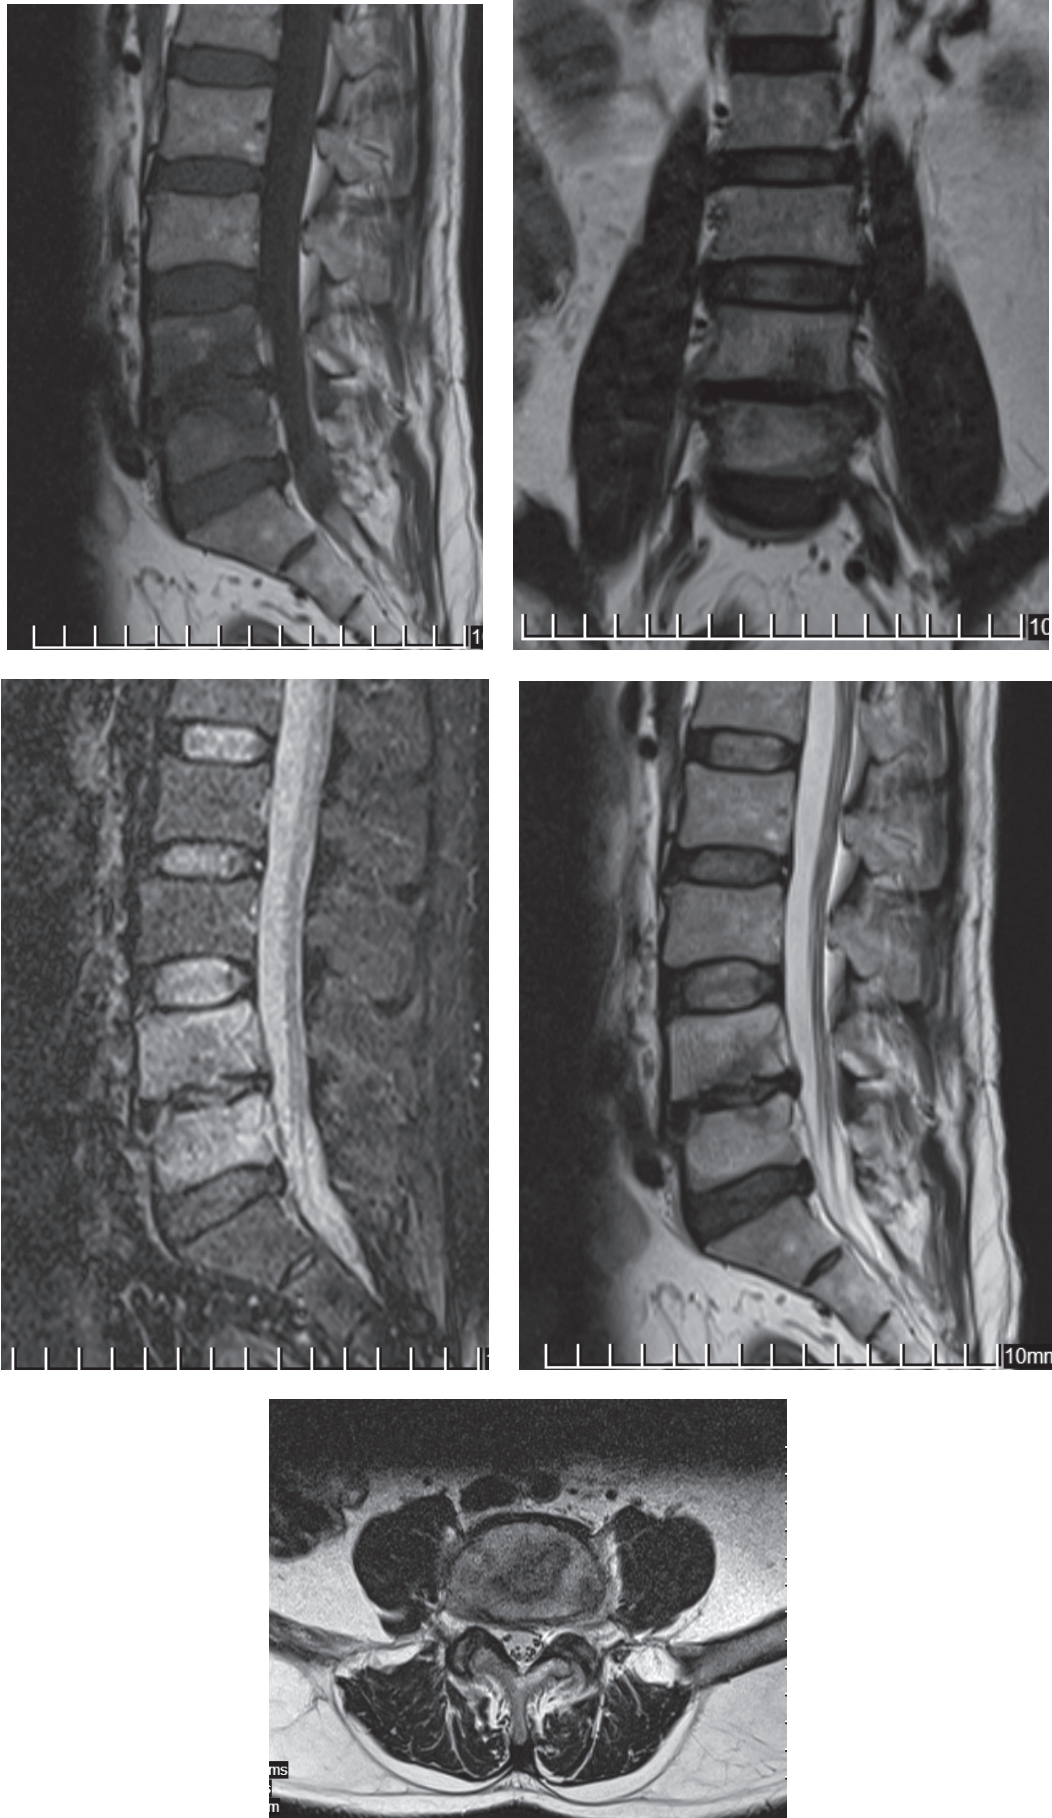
МРТ после 20 дней терапии Левофлоксацином
